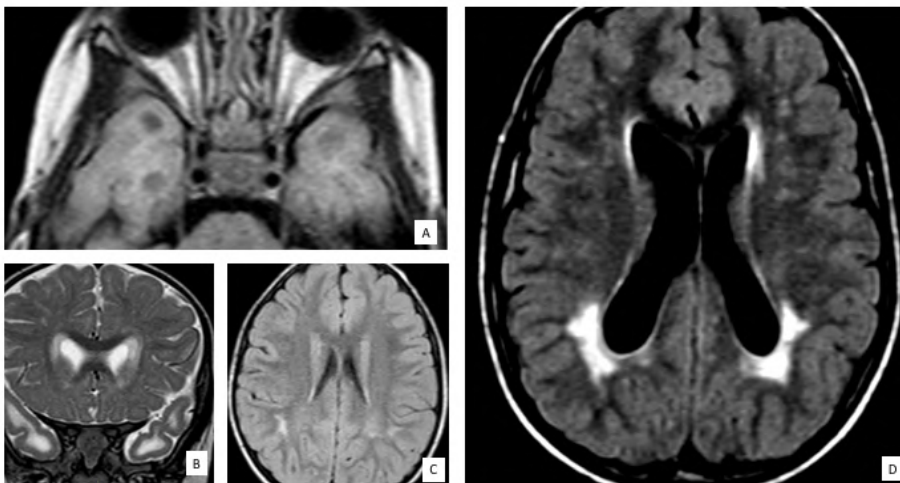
Exemples de lésions évoquant une infection congénitale à CMV sur l'IRM : A-B Lésions kystiques de la corne temporale ; C Anomalies de la substance blanche à la jonction sous-corticale : lésions multifocales, confluentes ou ponctiformes ; D Lésions péri-ventriculaires confluentes
